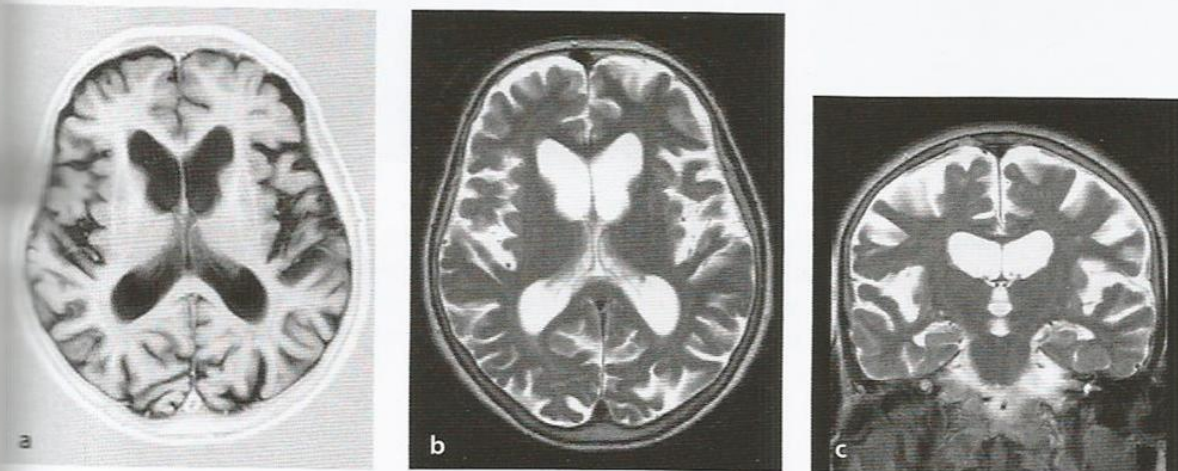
Doença de Huntington. As imagens de ressonância magnética axial em T1 (a), axial em T2 (b) e coronal em T2 (c) mostraram não apenas atrofia global do cérebro (dilatação dos espaços de LCR internos e externos), como também redução do volume dos gânglios da base (putame, globo pálido e núcleo
